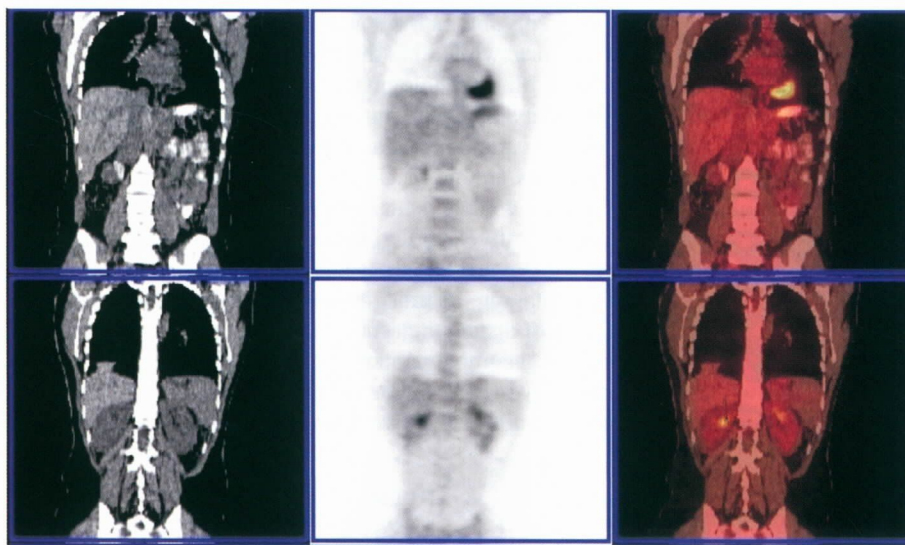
L.K.S., 19/7/2006: Imagens de TC, PET e fusão PET/TC da mesma paciente após cinco meses de tratamento quimioterápico, não sendo mais observadas as lesões hipermetabólicas hepáticas.
